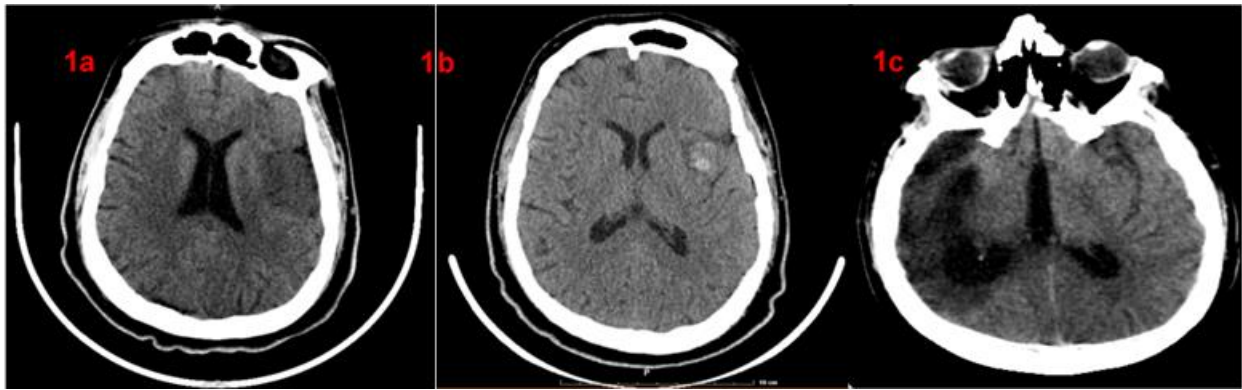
Enfermedad cerebrovascular asociada a endocarditis infecciosa. 1a) Infarto embólico en la arteria cerebral media izquierda. 1b) TAC muestra hiperdensidad temporal izquierda por conversión hemorrágica. 1c) TAC de cráneo muestra hipodensidad parenquimatosa en el lóbulo temporal derecho, indicando infarto subagudo tardío en territorios de las arterias cerebral media y anterior.
